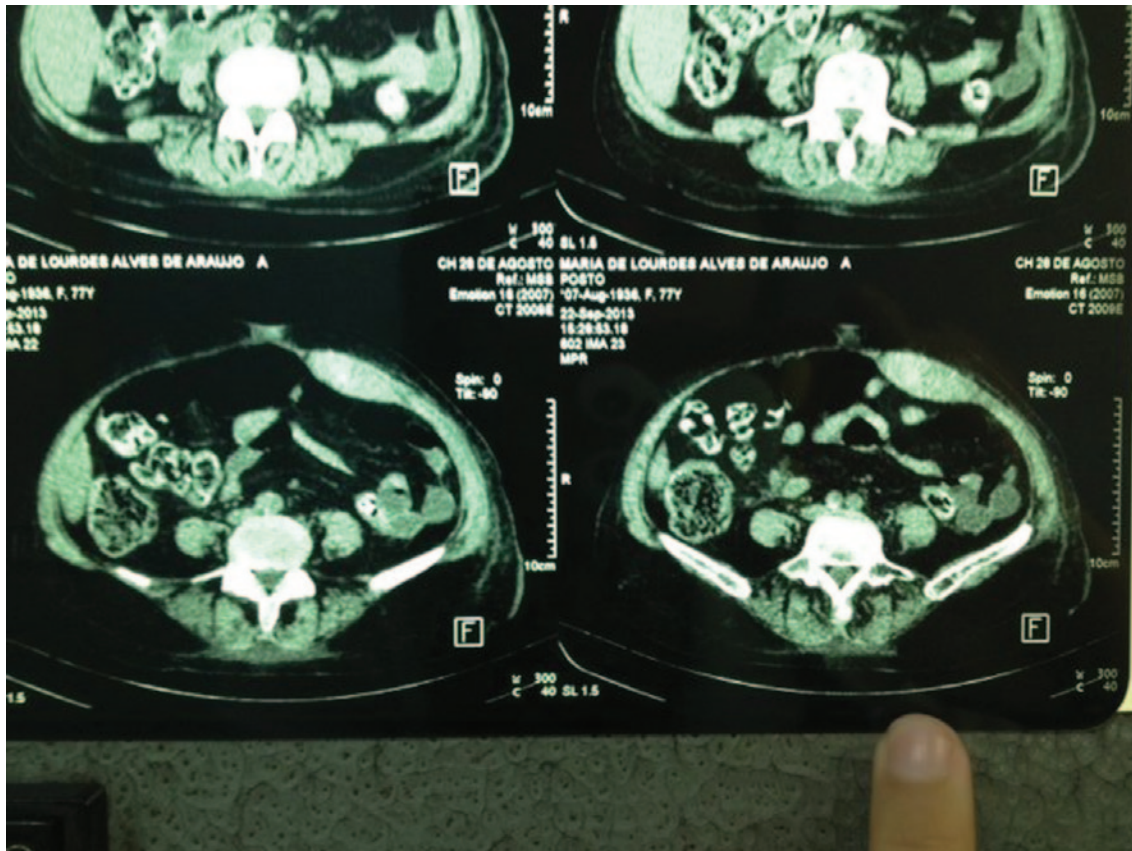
Tomografia computadorizada mostrando o aumento de densidade e de volume na topografia do músculo reto abdominal à esquerda, consistindo no hematoma.
